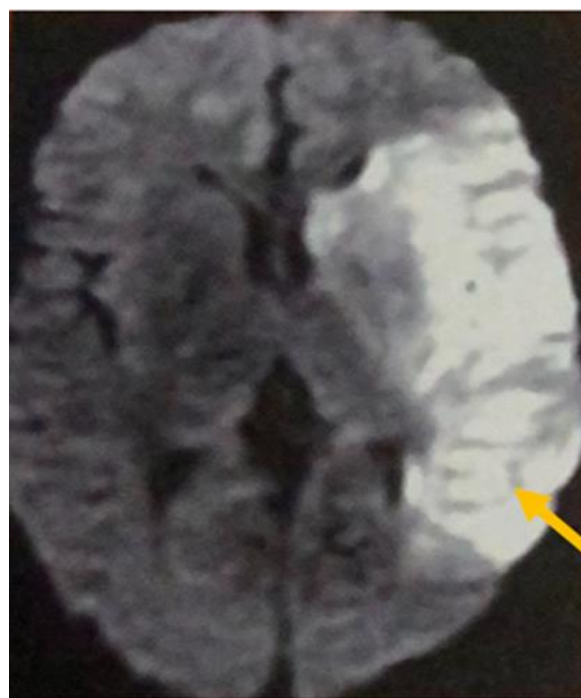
IRM coupe axiale diffusion montrant un infarctus du territoire de l'artère cérébrale moyenne gauche
